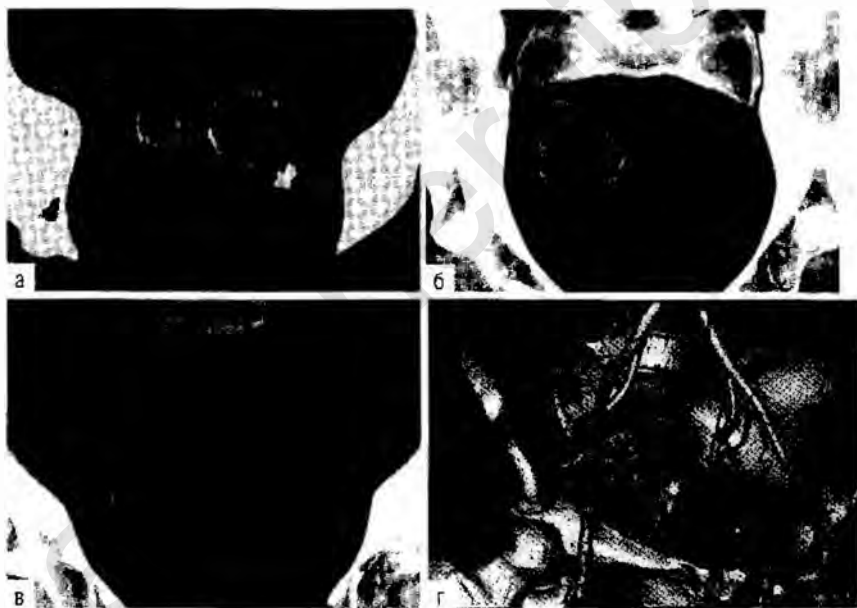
Мультисрезовая спиральная томограмма при обызвествлении миоматозных узлов после эмболизации маточных артерий: а — четко виден кальцинированный «ободок» по периферии двух миом; б, в — постепенное увеличение степени кальцинации в процессе деградации миоматозного узла после эмболизации артерии на фоне введения рентгеноконтрастных средств; г — последующая трехмерная реконструкция позволяет точнее оценить взаимоотношения миомы и ее кальцинированной «оболочки» с окружающими сосудистыми структурами и органами.
